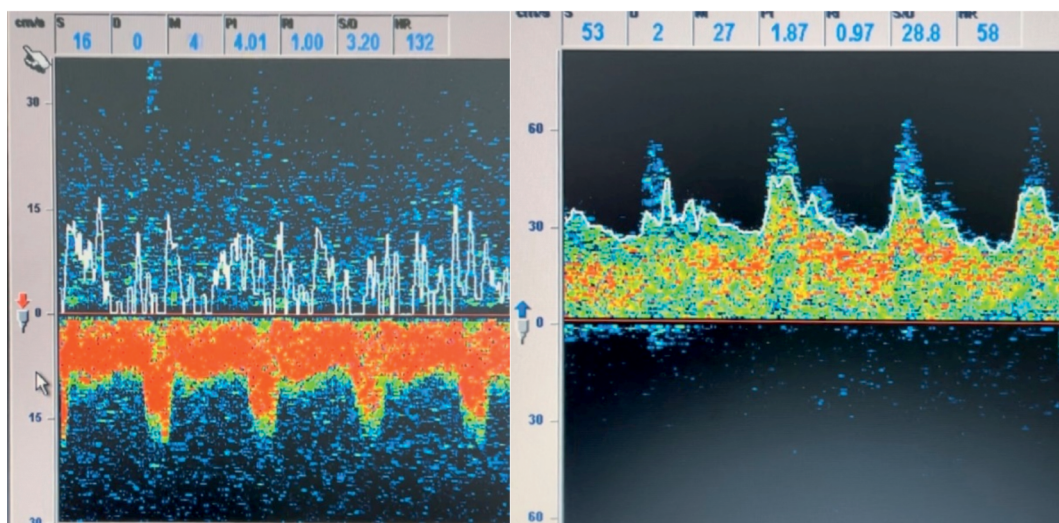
Locating the direction of blood flow using a Doppler contact sensor 16 mhz.
